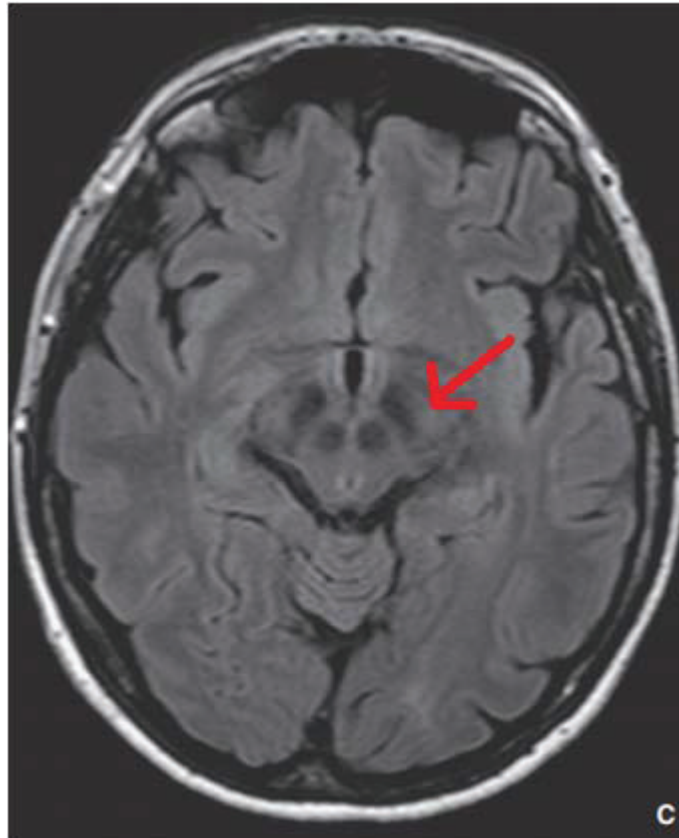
IRM D'UN CERVEAU D'UN PATIENT WILSONIEN, MONTRANT L'ASPECT CARACTERISTIQUE EN "FACE DE PANDA" (WOIMANT, 2013)
